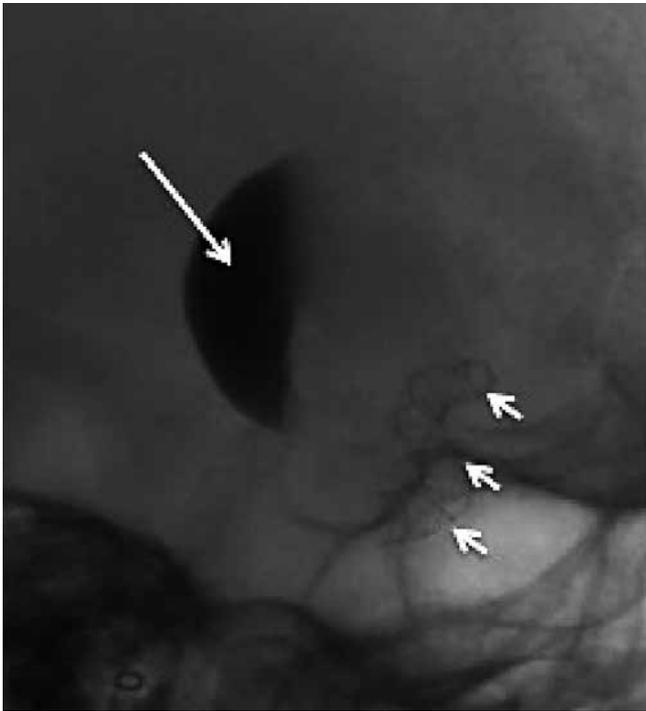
Рентгенография черепа пациентки Б. (боковая проекция). Стаз контрастного вещества в полости аневризмы (длинная стрелка), рентгеноконтрастные нити расправленного потокперенаправляющего стента (короткие стрелки)
